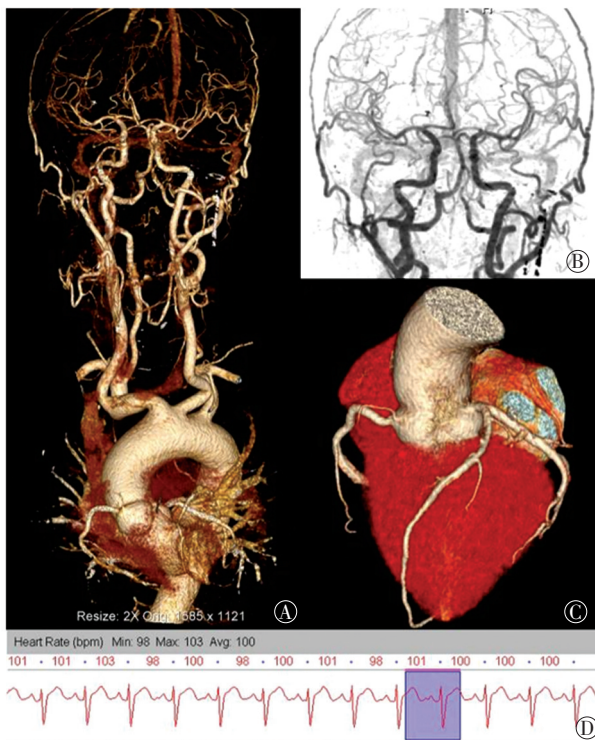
第三代双源 CT 行心脑血管一体化成像典型病例图 患者男性, 53 岁, 有心脑血管疾病易患因素, 无临床症状。图中, A: 容积再现重建图; B: 头颈部血管去骨重建最大密度投影图; C: 冠状动脉成像容积再现图; D: 心电门控图显示扫描时平均心率 100 次/min。对比剂用量为 50 mL, 扫描时间为 0.72 s, 剂量长度乘积为 119 mGy·cm, 有效辐射剂量为 0.909 mSv。冠状动脉图像质量主观评分为 1 分, 头颈部血管图像质量主观评分为 1 分。
